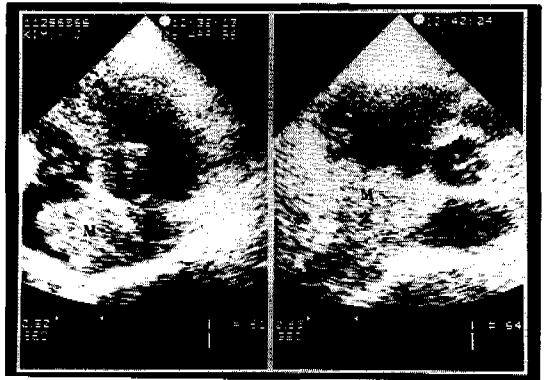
Echocardiography revealed that about 2.5cm sized echogenic mass was founded in right atrium.
